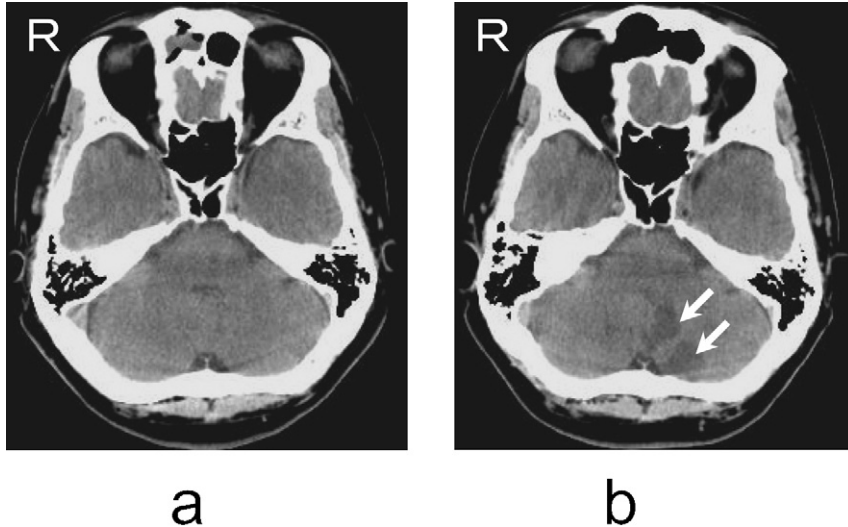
症例2頭部CT a 発症1時間後（初診時） b 発症7日後
